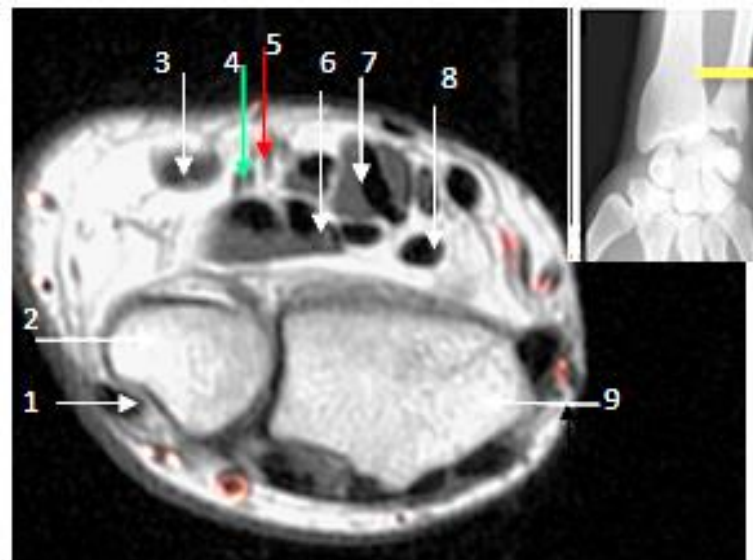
Image IRM. Coupe axiale passant par l'extrémité distale de l'avant-bras droit. Notons à ce niveau le nerf ulnaire avant sa bifurcation accompagnée en dehors par l'artère ulnaire.
